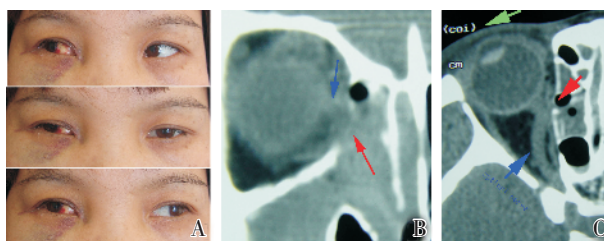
慢性鼻窦炎女性患者功能性鼻内镜手术后外观与 CT 影像
